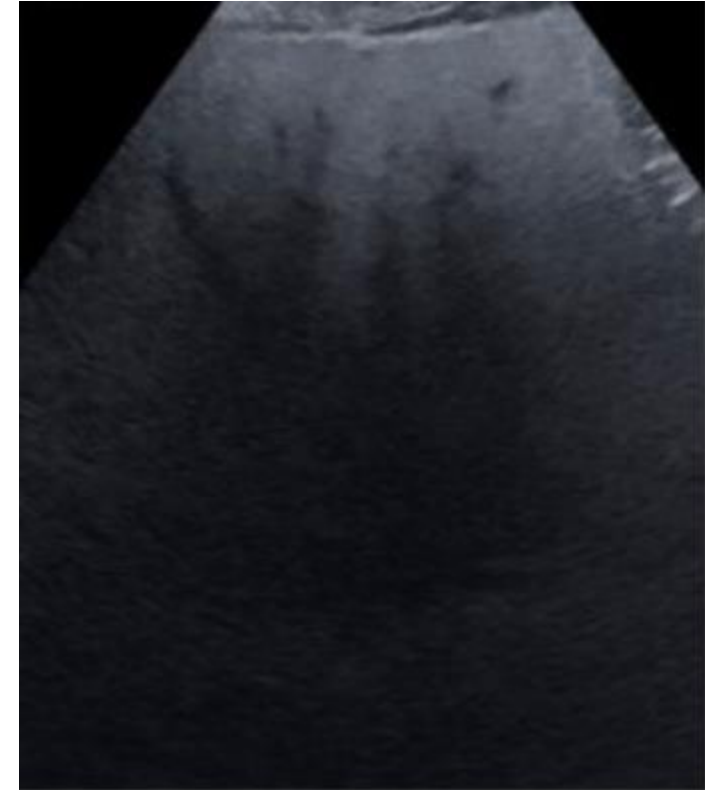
Paciente de 72 años en seguimiento por cirrosis. En ecografía de control existe una marcada ecogenicidad del parénquima hepático con atenuación acústica severa. Categoría VIS-C.
